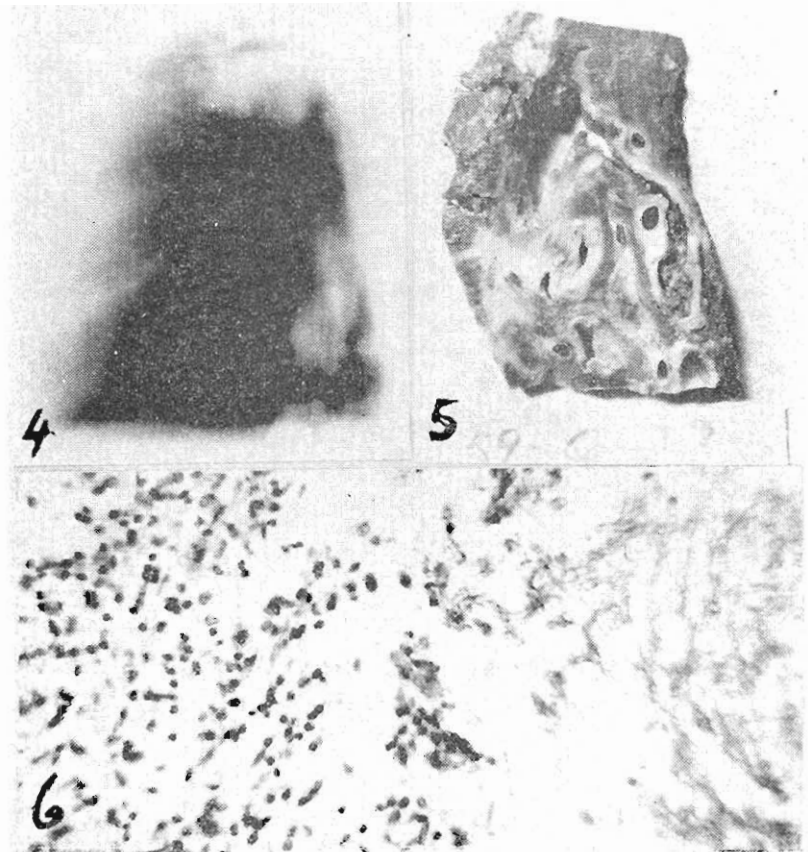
Tomografía. Se observa una masa densa a los Rayos X, separada en la parte superior de la pared de la cavidad por aire. Fig. 5. — Bronquio dilatado lleno de gránulos micóticos. (Bronquio de drenaje de la cavidad). Fig. 6. — Pared de cavidad. Tejido de granulación e hifas.
